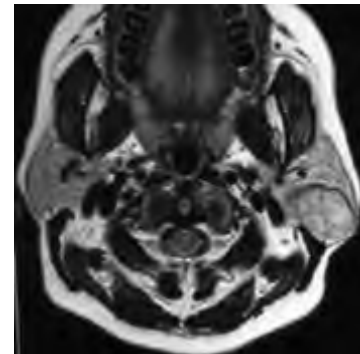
(IRM T1, coupe axiale) : Adénome pléomorphe du lobe superficiel gauche
